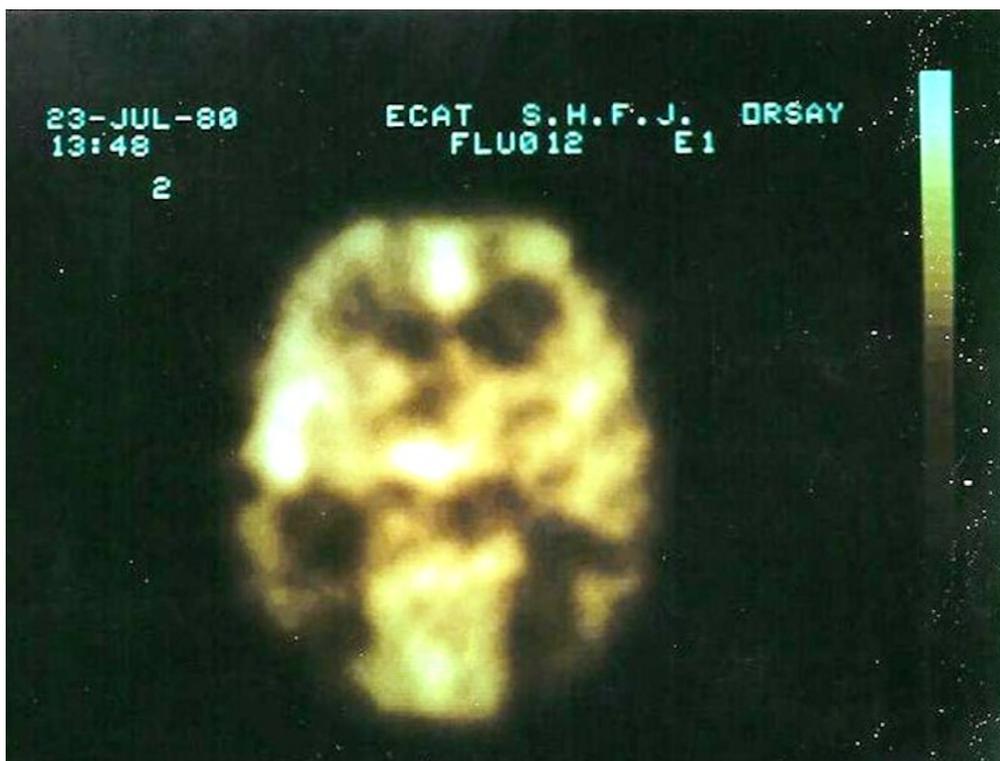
Image tomographique du cerveau (coupe axiale au niveau des ganglions de la base) obtenue avec la caméra ECAT-II chez un sujet sain (l'auteur) après administration intraveineuse de 2-deoxy-D-fluoro-glucose, représentant la consommation locale de glucose. Les structures cérébrales sont difficiles à reconnaître en raison de la résolution spatiale grossière (20 x 20 x 20 mm) de cette caméra TEP de 1^{ère} génération (date d'acquisition : 23 juillet 1980) © Collection personnelle, image acquise au Service Hospitalier Frédéric Joliot, CEA, Orsay.
